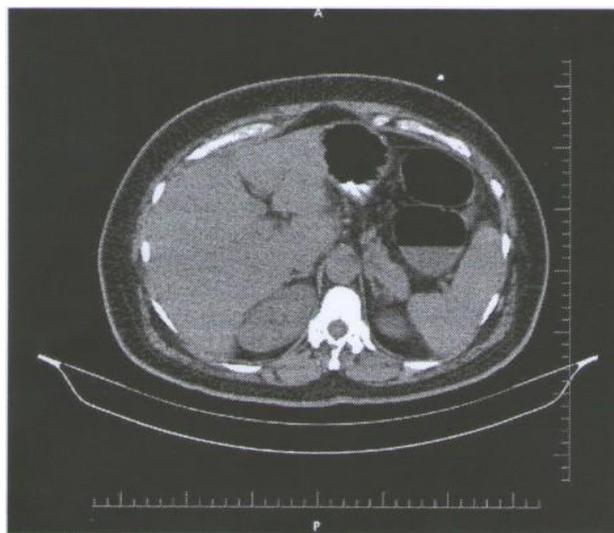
TC de abdome: Aerobilia no ducto.
